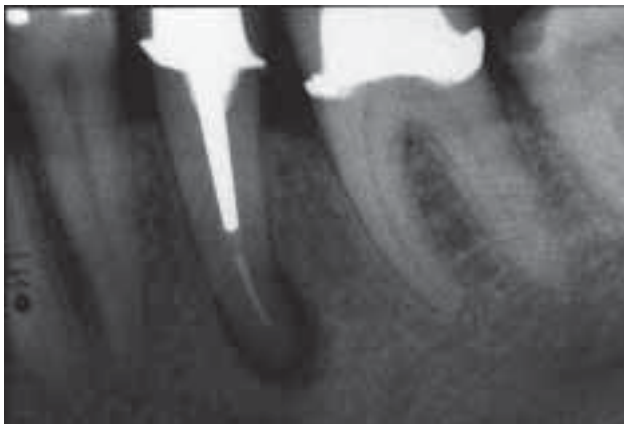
Präoperative Röntgenaufnahme einer apikalen Läsion bei 35.
